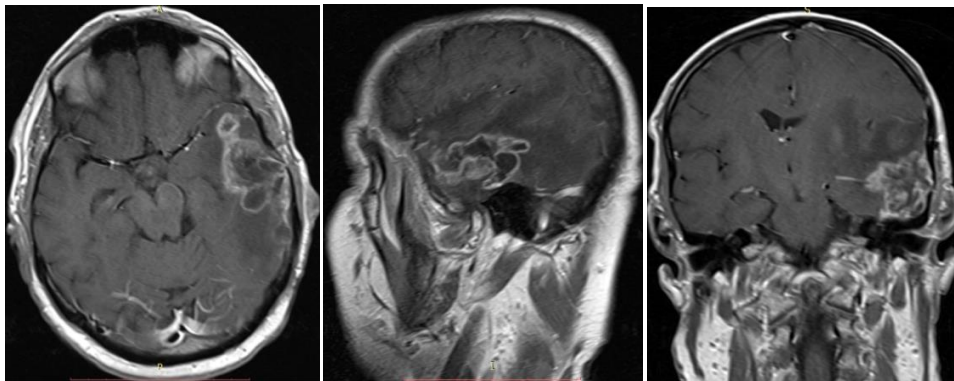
МРТ головного мозга у больного Г-ва., 50 лет (ИБ №958-2016) с продолженным ростом глиобластомы височной доли слева (в области зоны Вернике). Клиническая симптоматика преимущественно представлена сенсорной афазией
